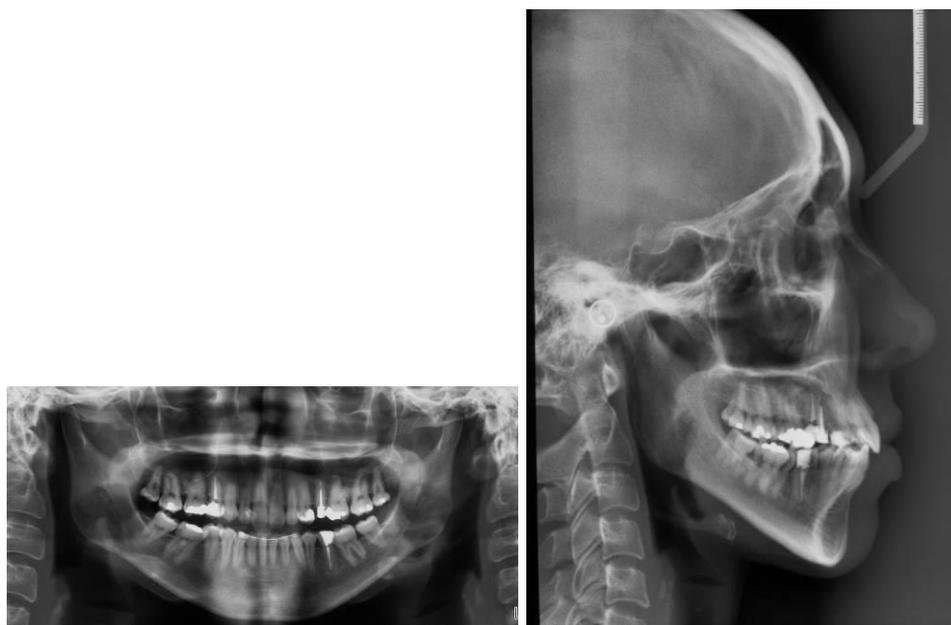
(A-B) – Radiografia panorâmica e telerradiografia ao final do tratamento
